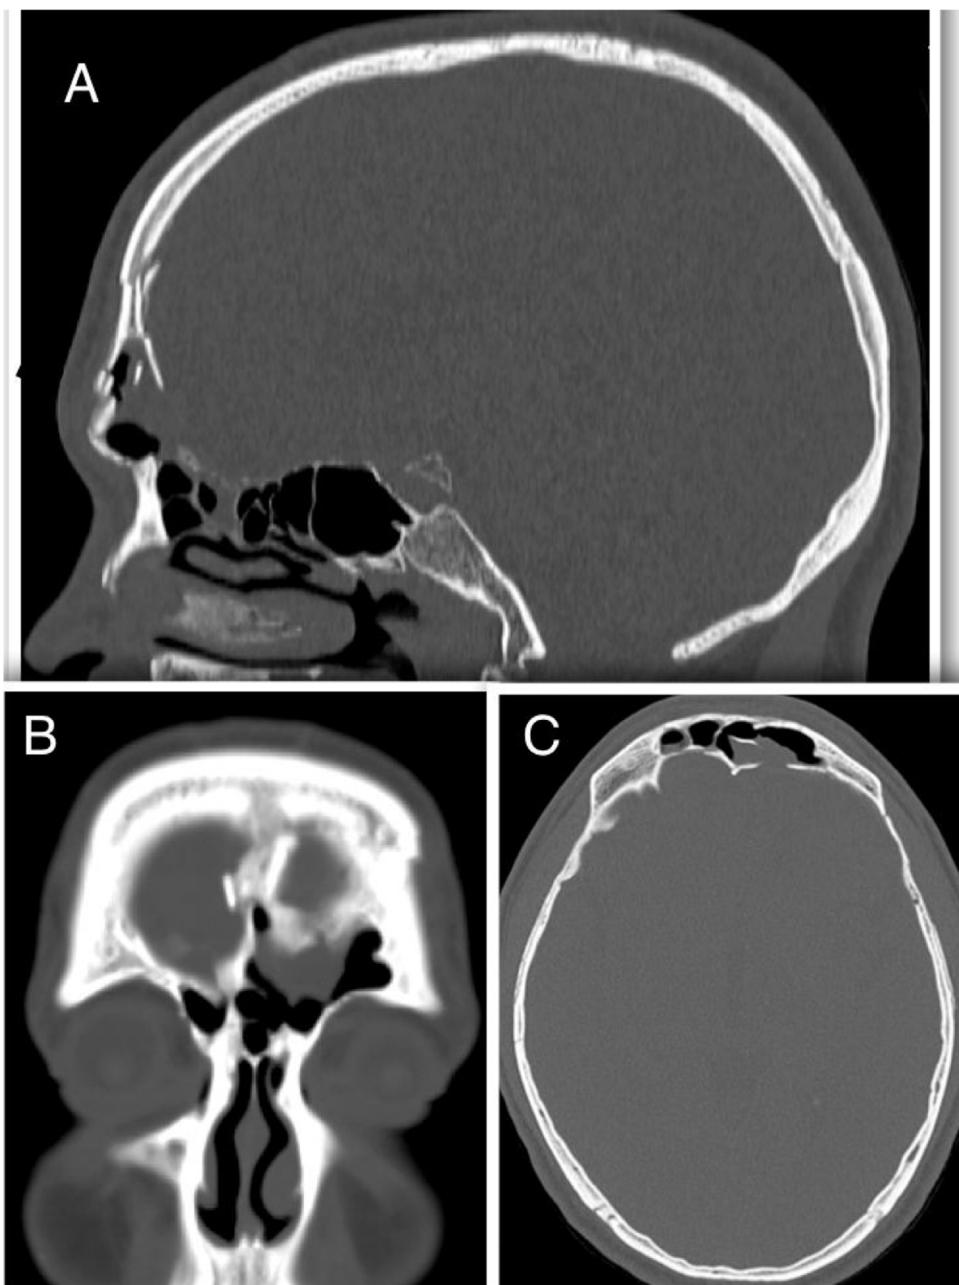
Tomografia computadorizada tri-plano (A, sagital; B, coronal; C, planos axiais) de um paciente com fistula liquórica causada por trauma. Múltiplos defeitos da base do crânio (parede posterior do seio frontal e teto etmoidal) estão associados à fratura da parede anterior do seio frontal.
